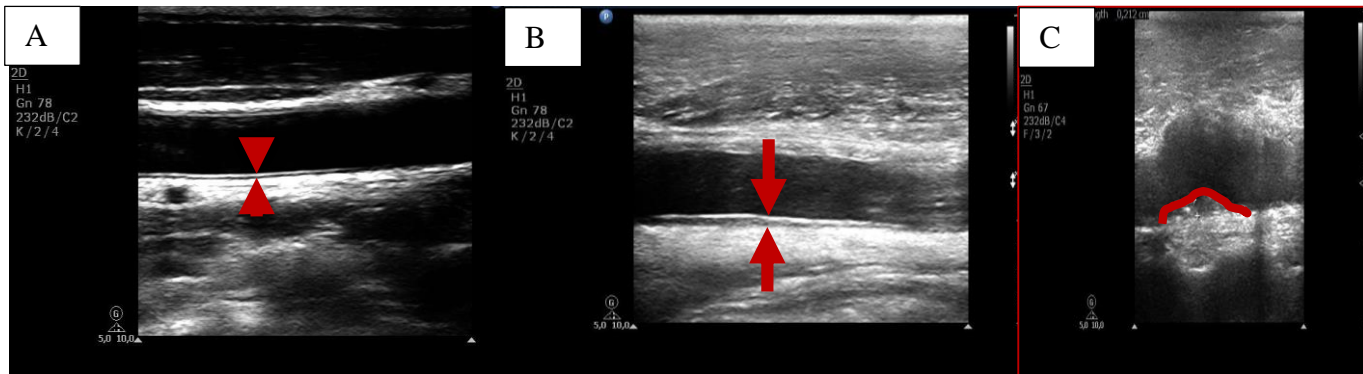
Imagem ilustrativa da ultrassonografia de carótidas pertencentes a colaboradores da pesquisa.
